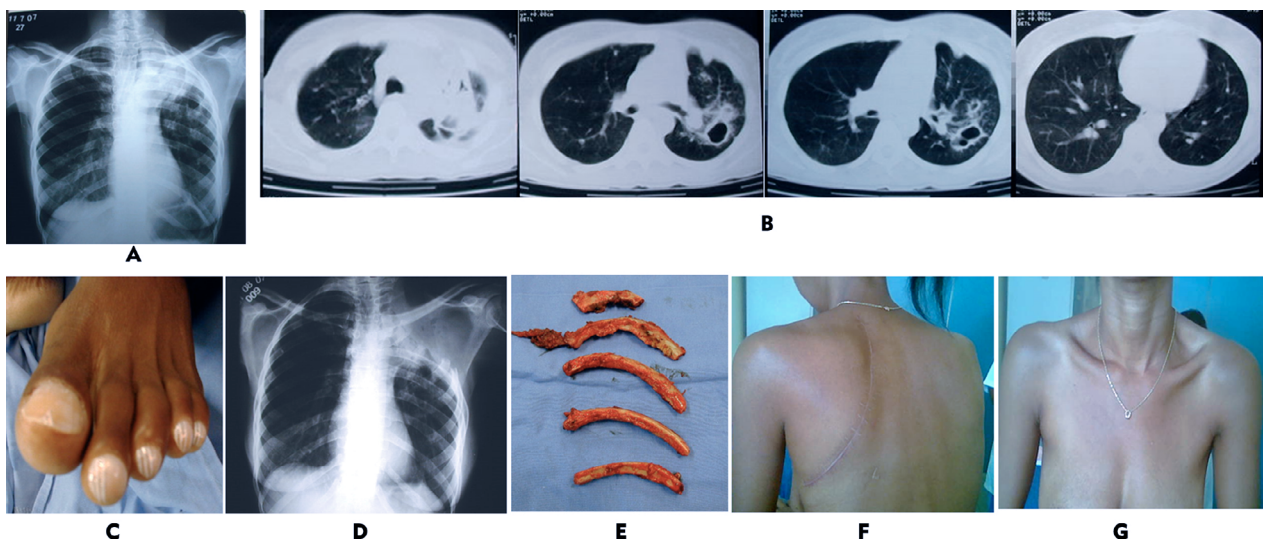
Mulher, 34 anos, tratamento para tuberculose há 12 anos. Refere cansaço aos pequenos esforços, hemoptises volumosas e infecções repetidas, com VEF1 de 840 ml. A e B) Radiografia de tórax e TC com lesões compatíveis de sequela de tuberculose no lobo superior esquerdo e segmento apical do lobo inferior esquerdo, com preservação do parênquima restante. C) Baqueteamento digital. D) Radiografia pós toracoplastia. E) Retirada de cinco arcos costais. F) Incisão póstero-lateral. G) Pequena deformidade anterior no hemitórax esquerdo. Paciente após três anos de acompanhamento, assintomática.
